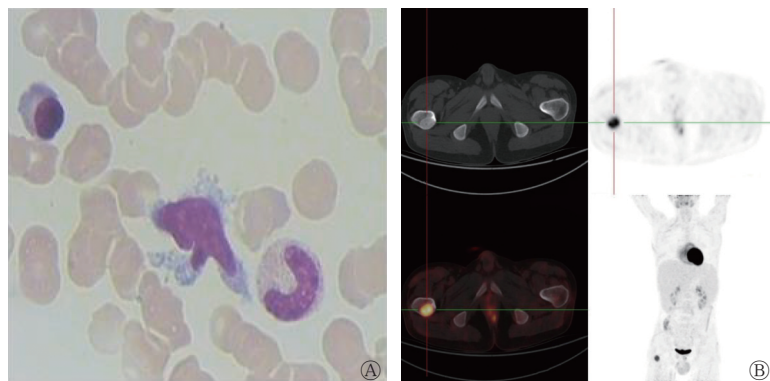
种痘样水疱病样淋巴组织增生性疾病患者(男性, 21岁)骨髓穿刺细胞学涂片和¹⁸F-FDG PET/CT图 A、B分别为患者首次治疗后6个月(2021年9月, 行CAR-T细胞回输前1个月)骨髓穿刺细胞学涂片(瑞士-吉姆萨染色, ×1000)和¹⁸F-FDG PET/CT图, A示骨髓增生明显活跃, 可见吞噬细胞吞噬红细胞现象; B图从左至右依次依次为CT图、PET图、¹⁸F-FDG PET/CT图和最大密度投影图, 示右侧股骨转子间嵴骨质密度增高, 代谢活跃, 较前代谢活性增高, SUV_{max}为10.3。FDG为氟脱氧葡萄糖; PET为正电子发射断层显像术; CT为计算机断层摄影术; CAR-T为嵌合抗原受体T细胞免疫疗法; SUV_{max}为最大标准化摄取值
